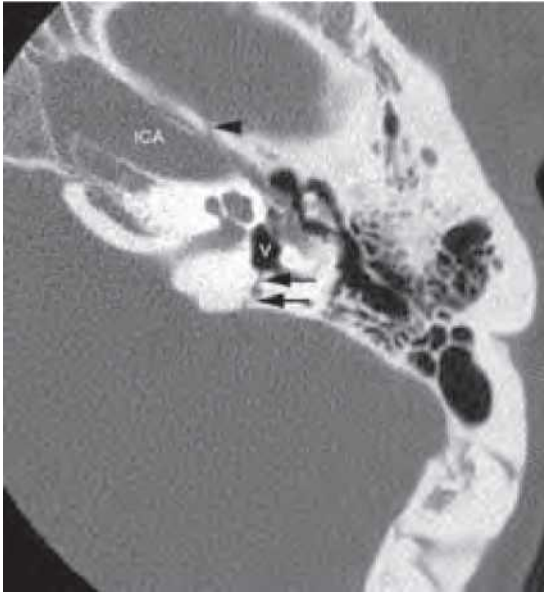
Fractură. Tomografie computerizată axială (CT) cu fereastră osoasă care arată o fractură transversală (săgeți negre) prin vestibul, provocând pneumolabirint. Fractura a traversat și canalul carotidian (vârf de săgeată neagră), iar această constatare ar fi trebuit să ridice suspiciunea clinică de leziune vasculară. ICA, artera carotidă internă; V, vestibul.
